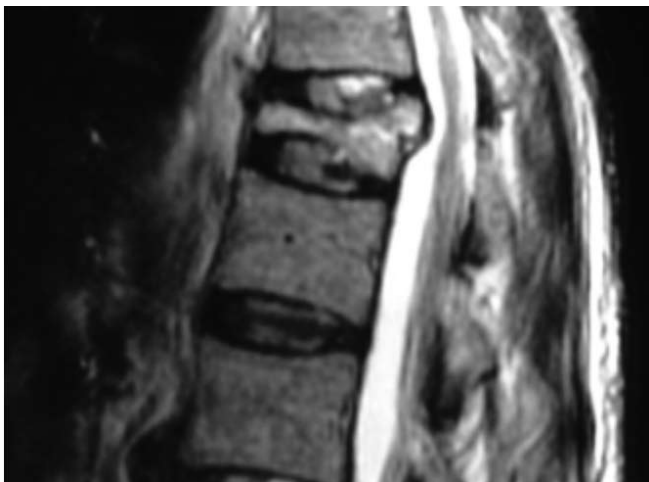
Retropulsão do muro posterior. Imagem de RM ponderada em T2 em paciente osteoporótico. A fratura do corpo vertebral apresenta deslocamento de parte do muro posterior para o interior do canal vertebral, apresentando angulação definida em relação ao restante da parede posterior.
